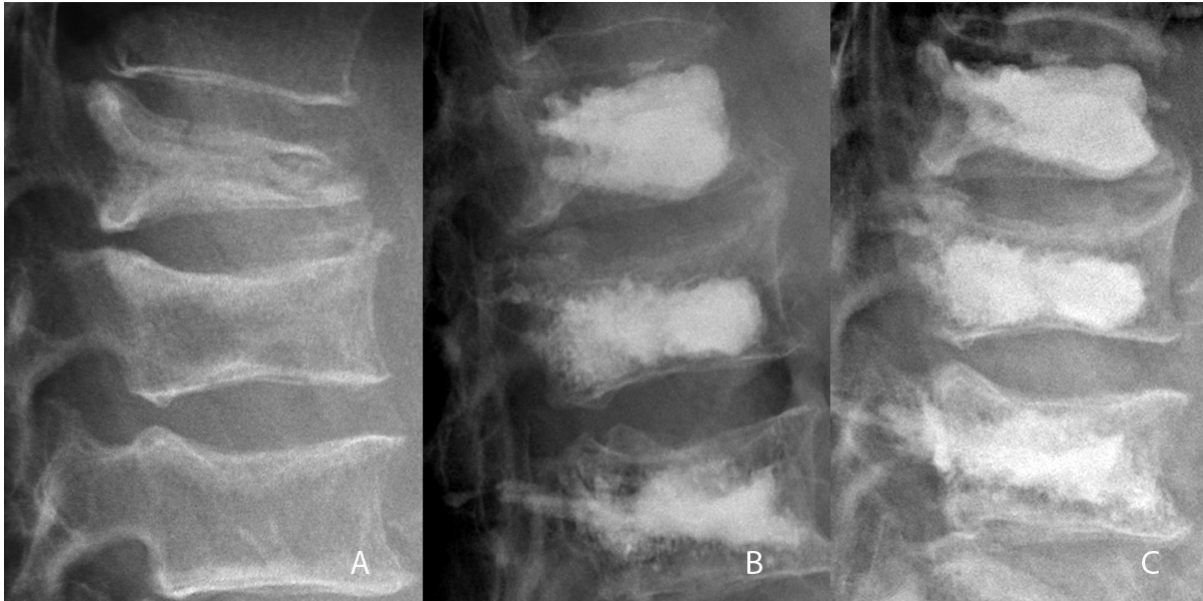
Wirbelkörperaufrichtung durch Ballonkyphoplastie: Röntgenbefund der LWS einer 68jährigen Patientin mit Mamma CA und Kompressionsfrakturen bei osteolytischen Metastasen in LWK 1-3. A) präoperativ Keil- und Fischwirbelbildung. B) postoperativ erkennt man eine deutliche Aufrichtung von LWK 1 durch die Ballonkyphoplastie, in LWK 3 ist teilweise Zement in die Pedikel gelangt. C) Befund 12 Monate postoperativ.
